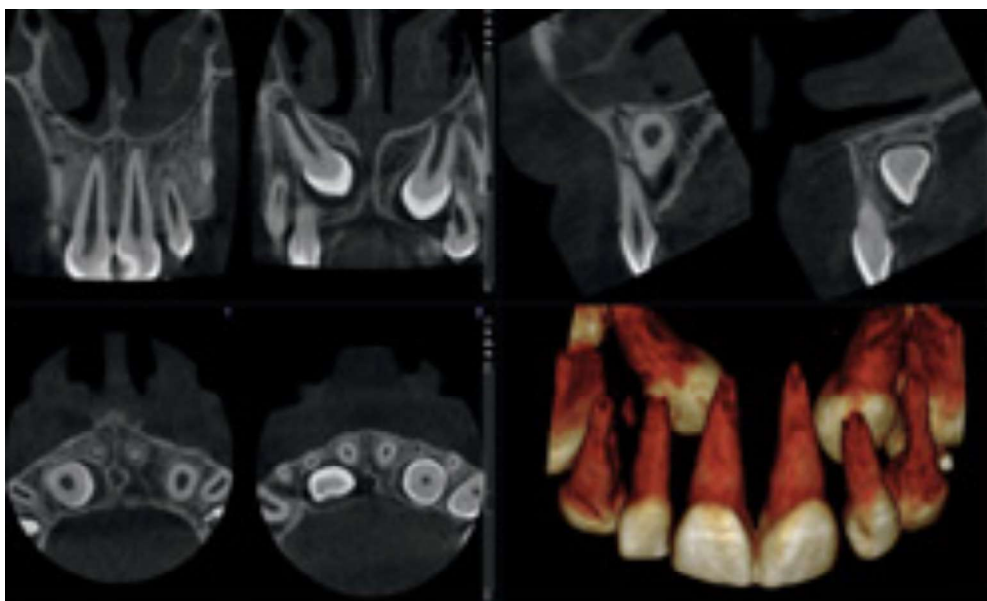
Dentascan a partir de CBCT.
